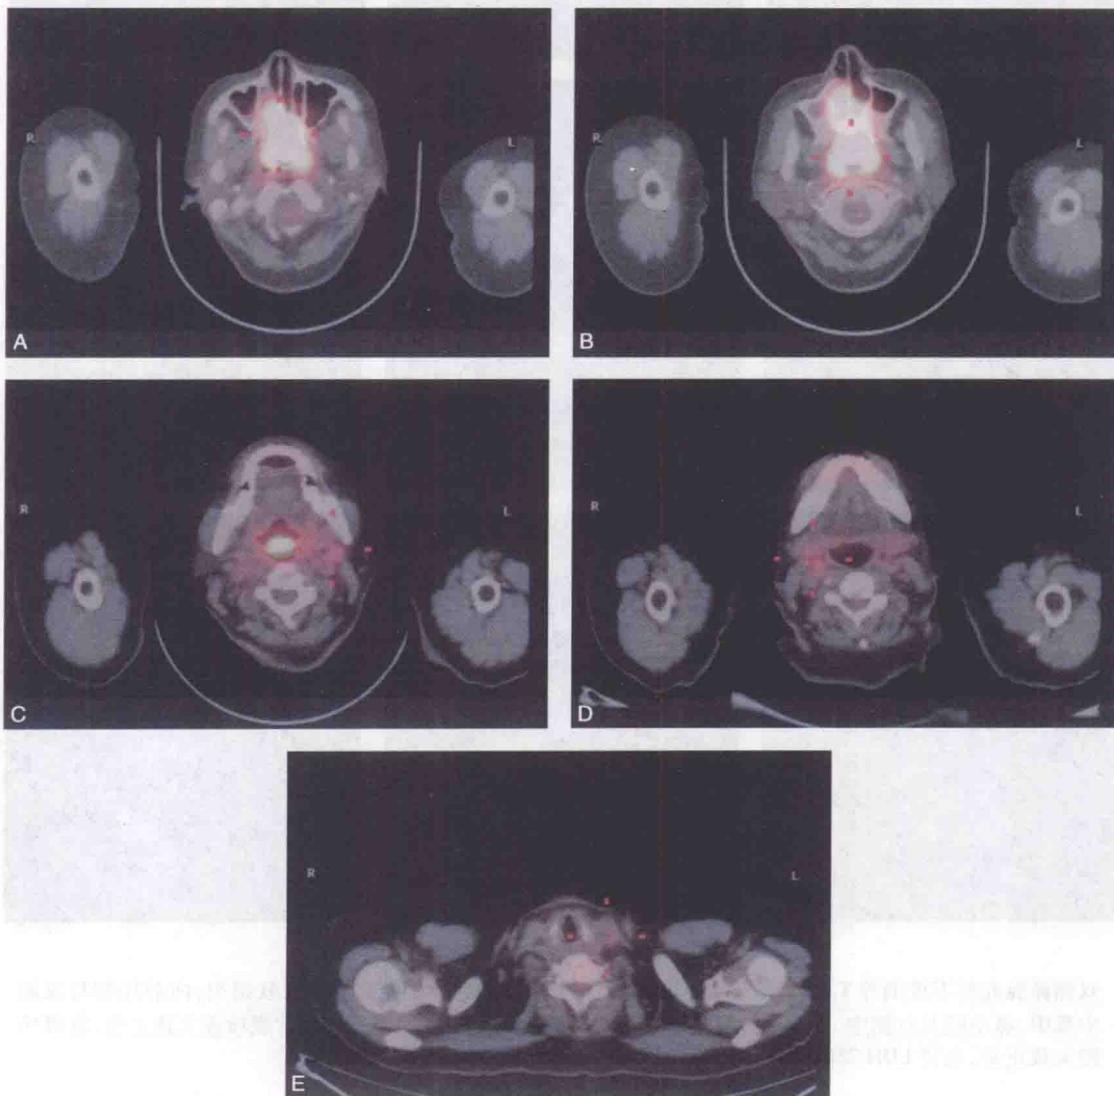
双侧鼻腔、鼻咽及软腭见软组织肿物影，相应部位呈团块状放射性分布浓聚， SUV_{max} 24.0，范围约 7.2cm×4.2cm×6.6cm。双侧颈部及左侧锁骨上多发放射性摄取增高的淋巴结， SUV_{max} 3.8，大者约 1.3cm×0.9cm
